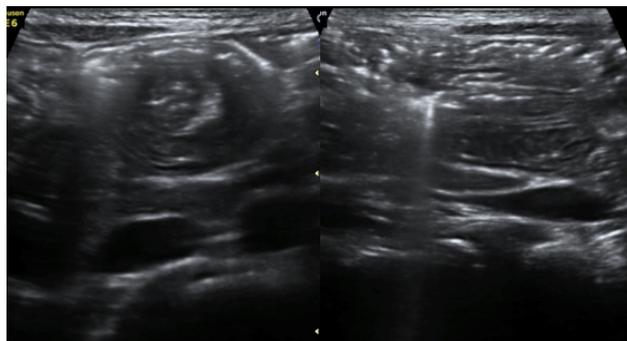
Ecografia abdominal, que documenta imagem compatível com invaginação ileo-ileal, a nível do hipocôndrio direito. a) Imagem em “alvo”, no plano transversal; b) Imagem de pseudo-rim, no plano longitudinal.
